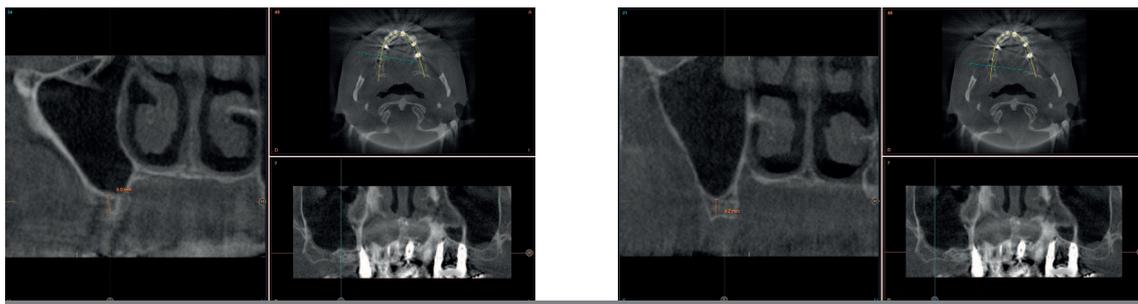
Cortes de planificación de la TAC, diagnosticados mediante el software BT-Scan II. Podemos ver cómo existe una extrema reabsorción vertical que limita la altura de los implantes a insertar.
